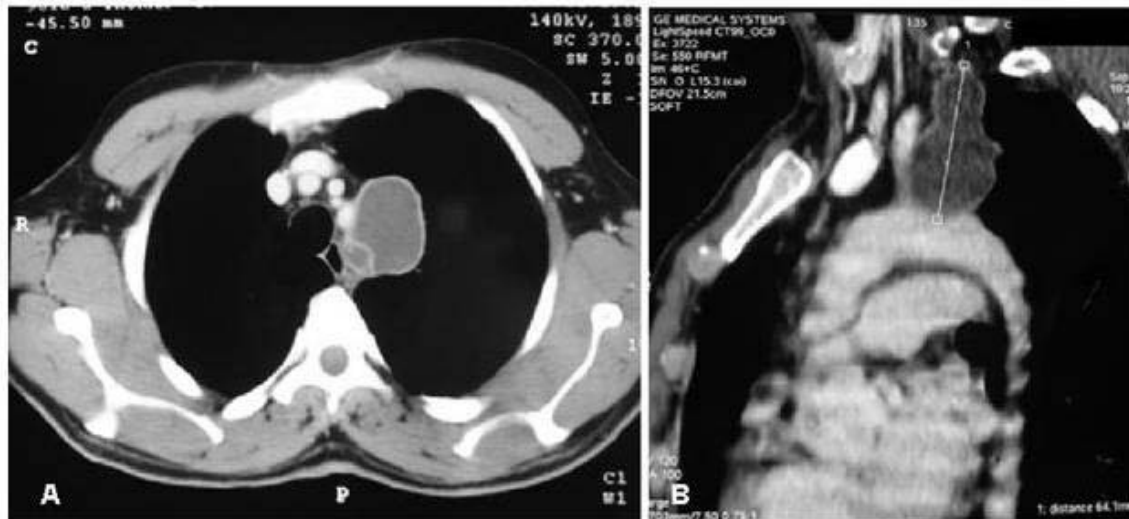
TDM thoracique (A) coupe axiale (B) coupe sagittale : montrant une masse liquidienne au niveau du médiastin moyen gauche (37)
